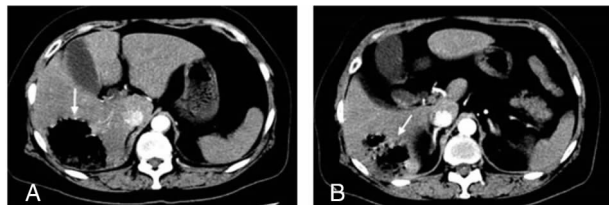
病例 2 产气荚膜梭菌肝脓肿患者腹腔增强 CT 检查结果
